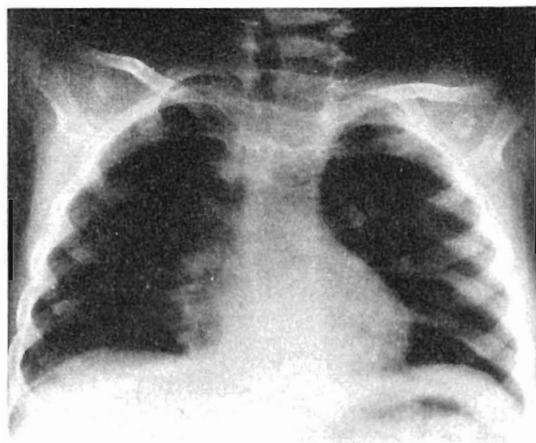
Radiografía antero-posterior del tórax de un niño de 2 años y 7 meses, al ingresar al hospital (izquierda) y en la fase de recuperación inicial ya bastante avanzada después de 14 días de tratamiento dietético (derecha). Las fotografías muestran un aumento del tamaño relativo del corazón después del tratamiento.
